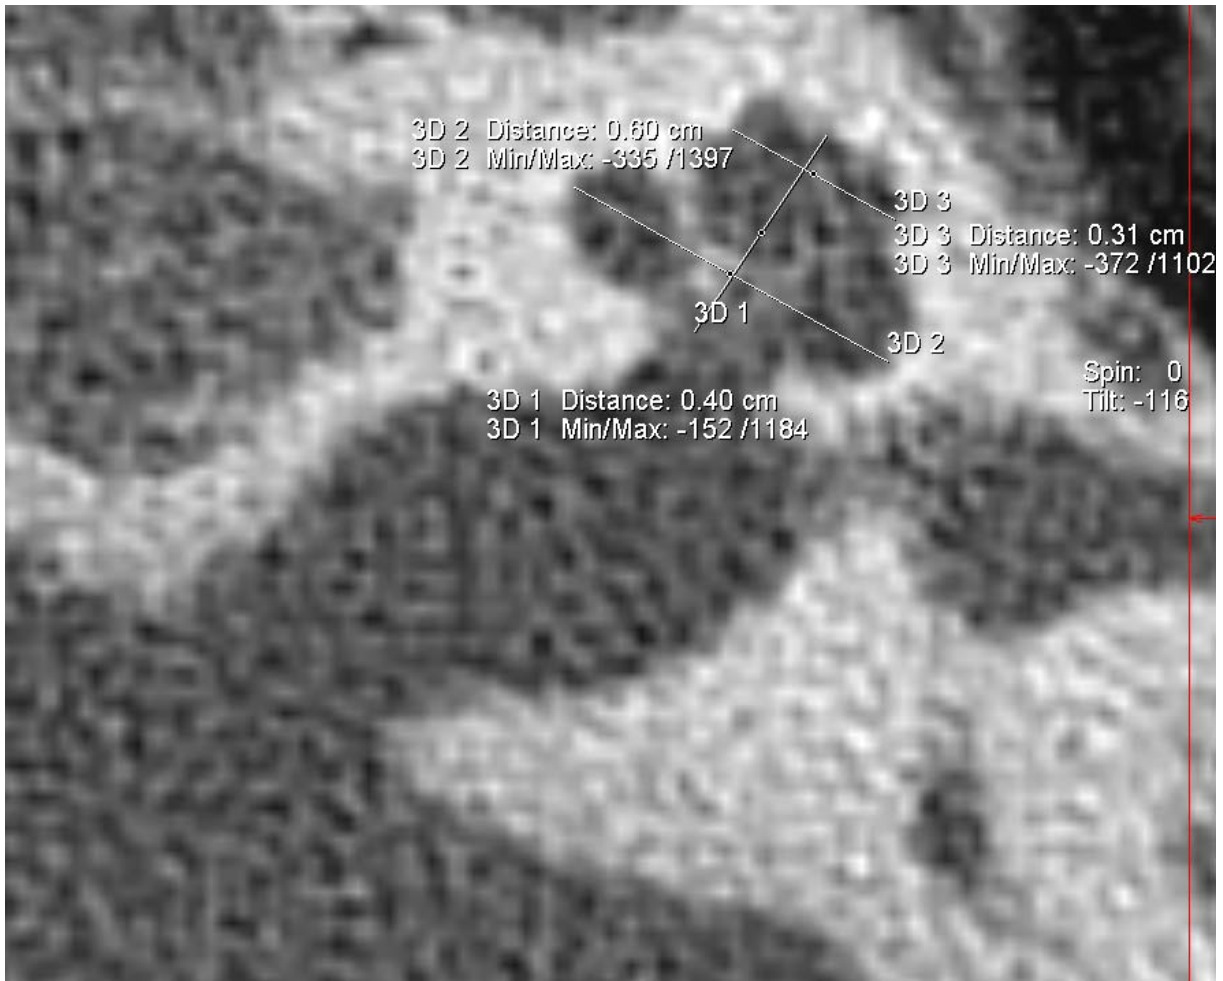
Messung der Länge (Höhe) {3D 1} [CT_CO_L_li] und Breite (Durchmesser) der Cochlea basal {3D 2} [CT_CO_BB_li] und in der Spitze {3D 3} [CT_CO_BS_li] mit Tool ‚2D Distance‘
